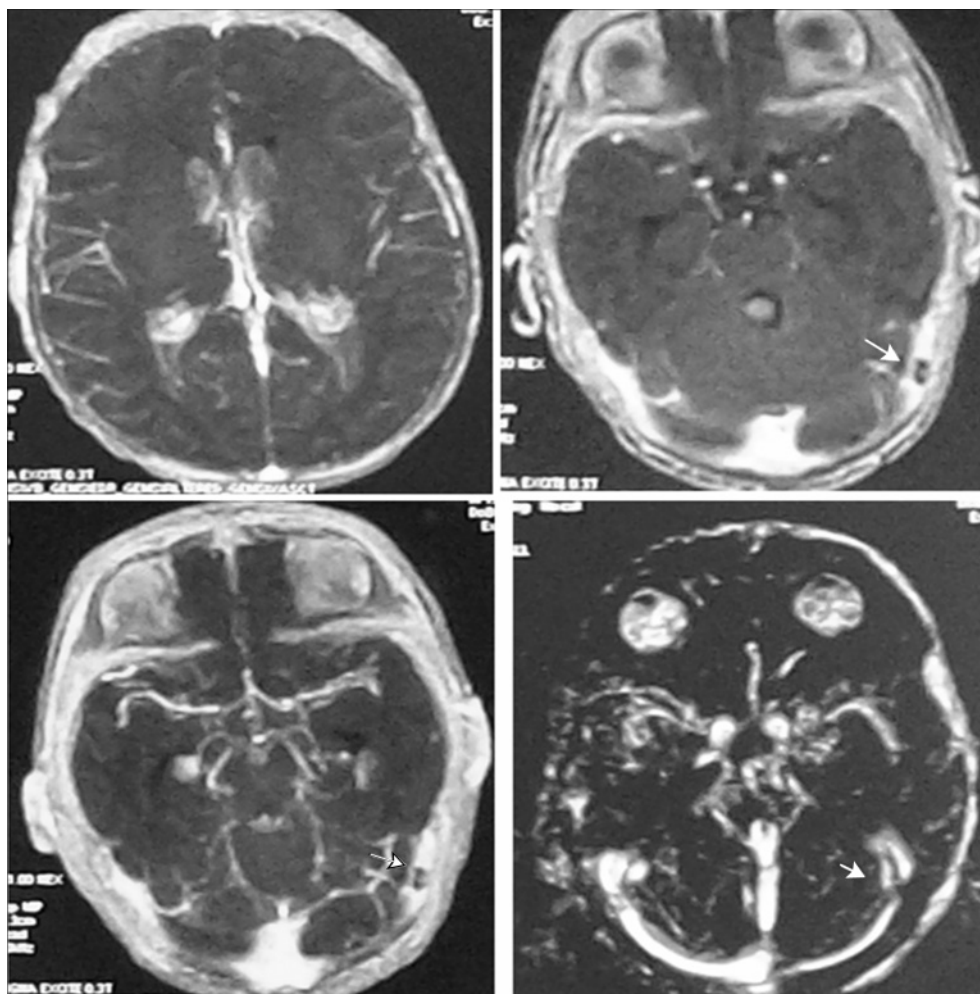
МРТ, T1 с контрастированием. Внутрижелудочковое кровоизлияние. Тромб в левом латеральном синусе.
